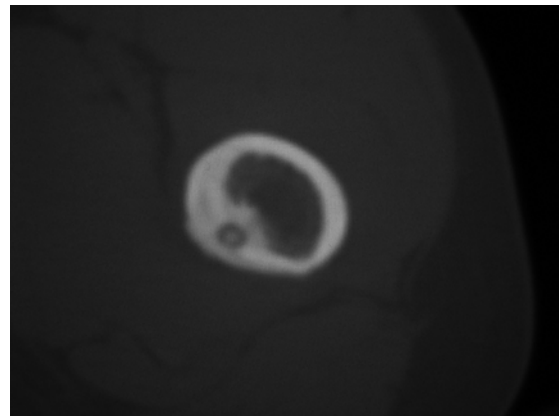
TC do fémur proximal esquerdo, corte axial
